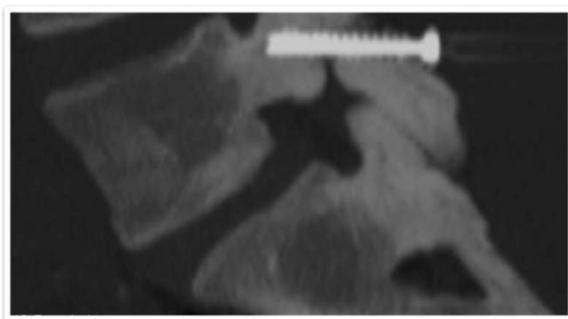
Post operative CT of percutaneous pars isthmique screw fixation.
